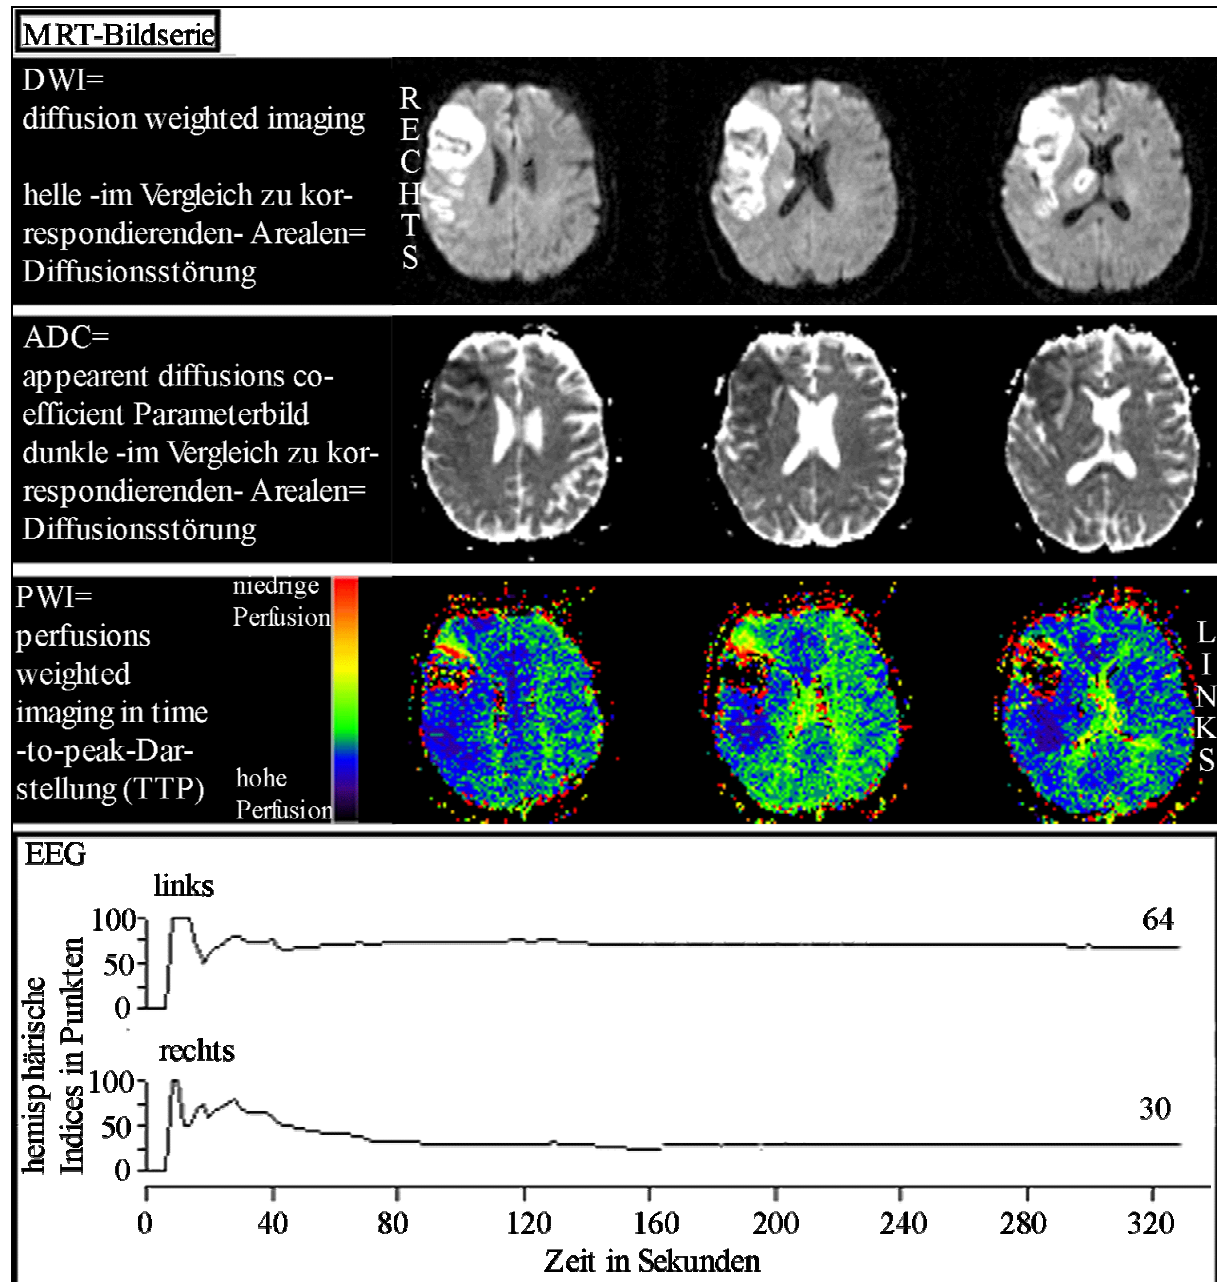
MRT-Bildserien und EEG-Messung einer 50-jährigen Patientin mit: 1. kardiogen embolisch bedingtem rechtshemisphärischen Insult im Stromgebiet der Arteria cerebri media -behandelt mit kombinierter Lysetherapie (rtPA und Tirofiban) 2. Verdacht auf dilatative Kardiomyopathie mit linksventrikulären Spitzenaneurysma-Thromben 3. globaler Herzinsuffizienz mit Aszites, Lebervenenstauung und Pleuraerguß rechts 4. medikamentös eingestelltem Diabetes mellitus.
